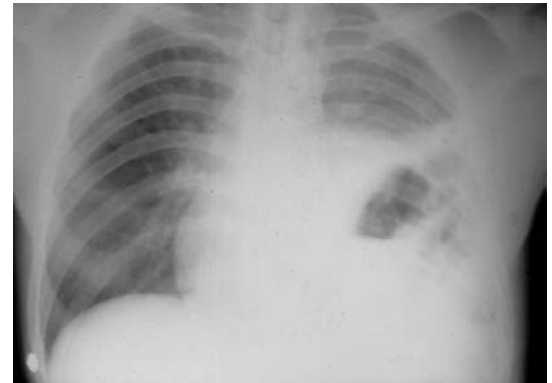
Radiografía de pulmón: imagen hidroaérea de la base pulmonar izquierda. Ruptura de la cúpula izquierda.
